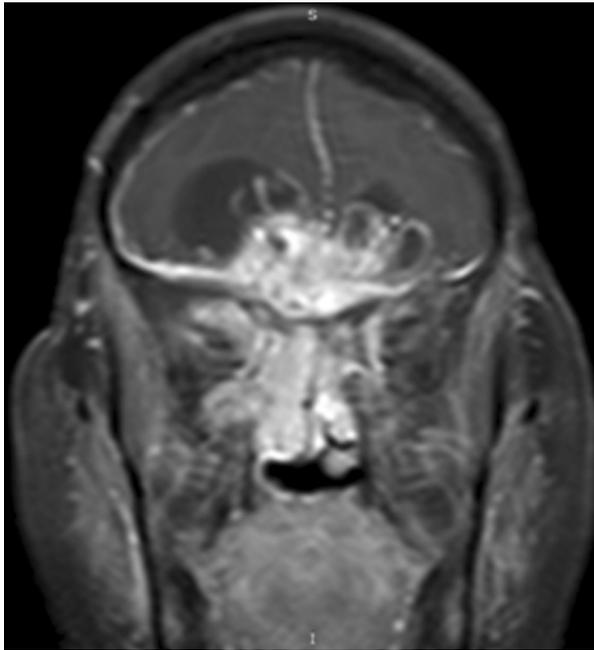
RMN de Cerebro (T1 con gadolinio, T2). Tumor que involucra la cavidad nasal, seno etmoidal y seno esfenoidal, con extensión frontal bilateral a predominio derecho, con edema perilesional.
